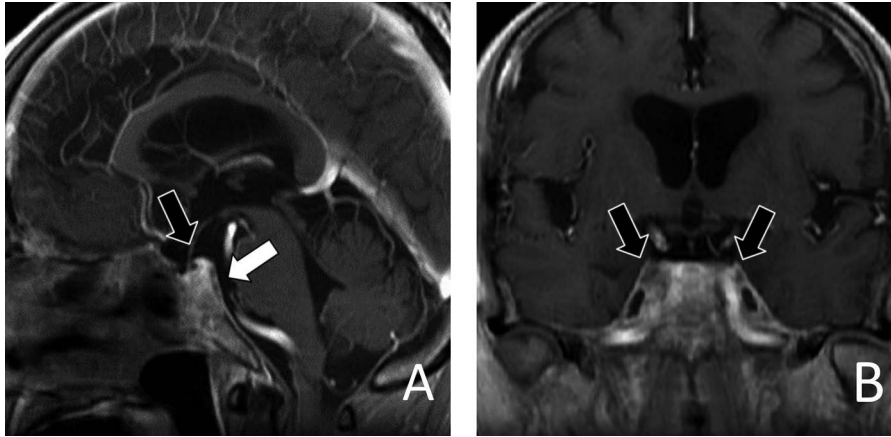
Gadolinium-enhanced brain magnetic resonance imaging (MRI) (after treatment). Gadolinium-enhanced T₁-weighted brain MRI (A: Sagittal, B: Coronal; 3.0 T; TR, 7.3 ms; TE, 2.3 ms) was performed 7 weeks after the start of treatment. Mass lesions of the cavernous sinus-suprasellar region are reduced (A and B: black arrow). The contrast effect of the clivus has improved (A: white arrow).
